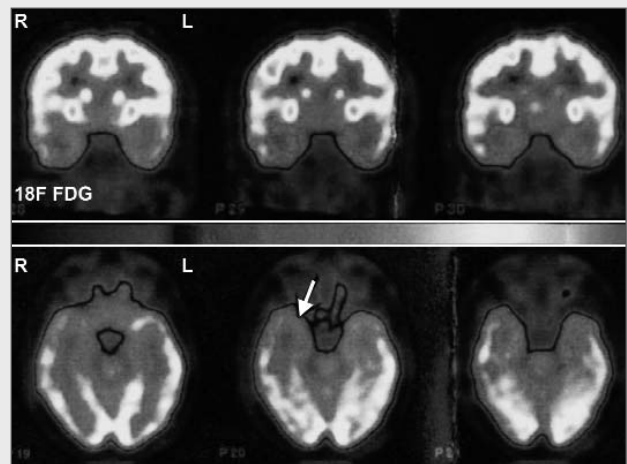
Interictal 18F-FDG-PET in a 32-years old male patient with severe bitemporal mesial hypometabolism, corresponding with bitemporal sharp-wave foci and bitemporal hippocampal sclerosis. Coronal and transversal views.
